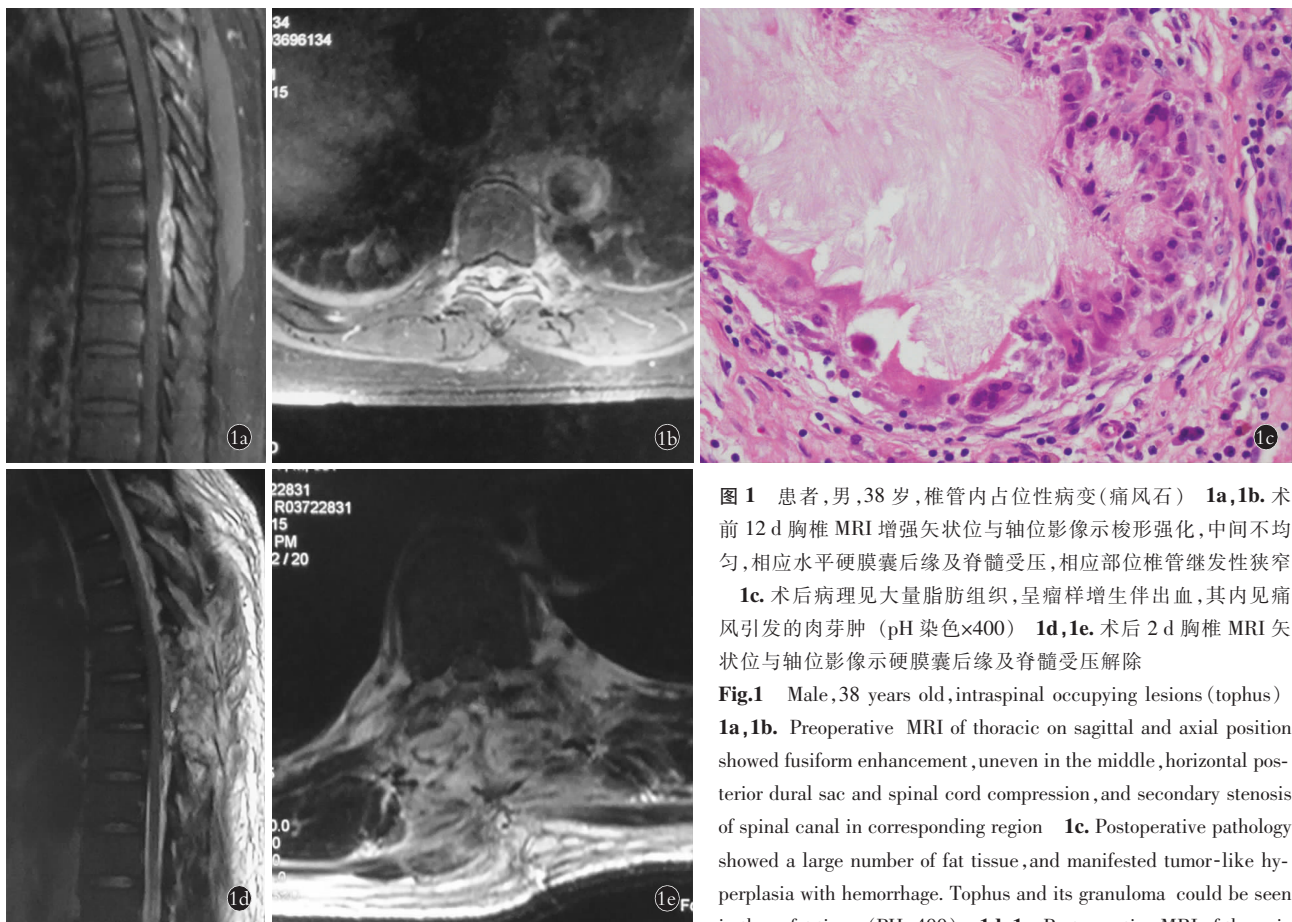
患者,男,38 岁,椎管内占位性病变(痛风石) 1a,1b. 术前 12 d 胸椎 MRI 增强矢状位与轴位影像示梭形强化,中间不均匀,相应水平硬膜囊后缘及脊髓受压,相应部位椎管继发性狭窄
